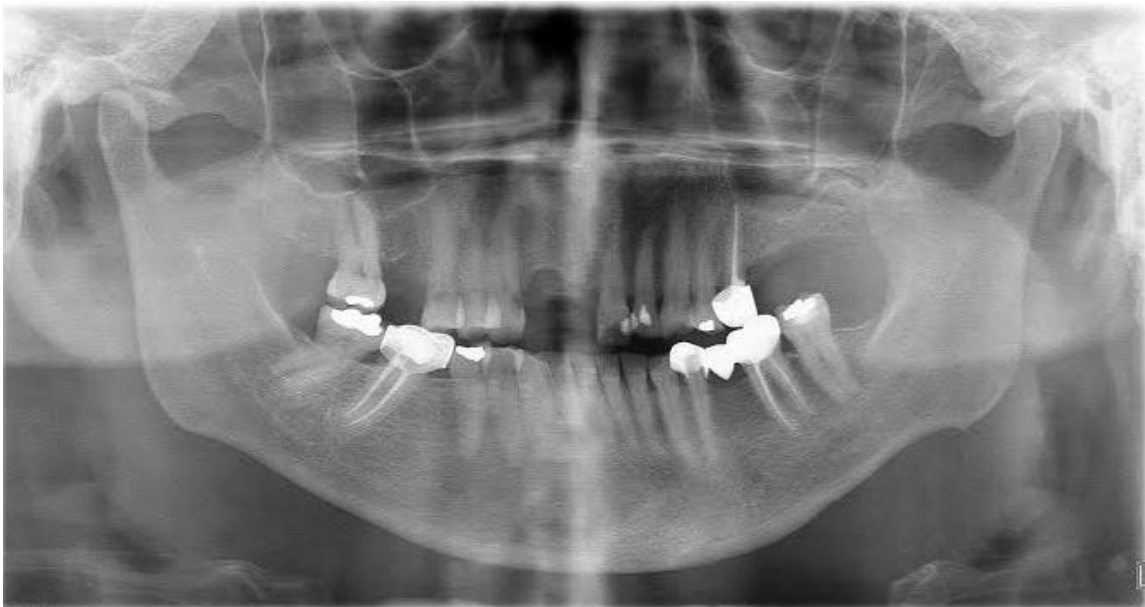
ORTOPANTOMOGRAFIA (FUENTE DIRECTA)
